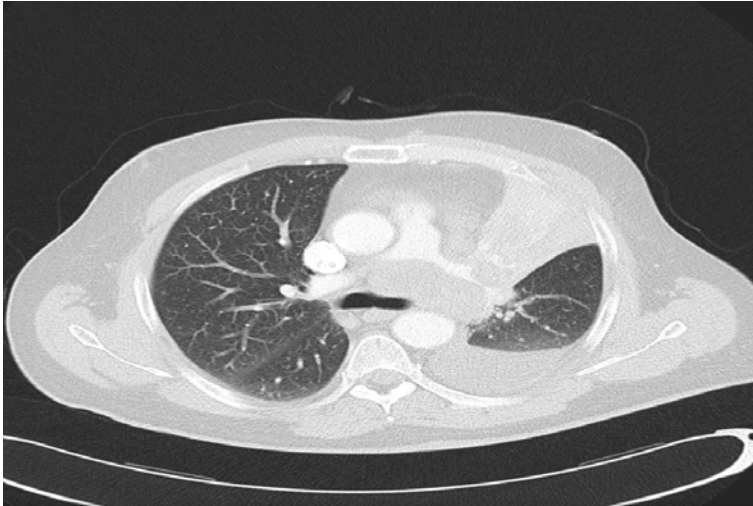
TAC torácico con contraste intravenoso: Gran masa en región hiliar izquierda que provoca estenosis del bronquio del LSI y estenosis de la arteria pulmonar izquierda. *Imagen de autor.*
